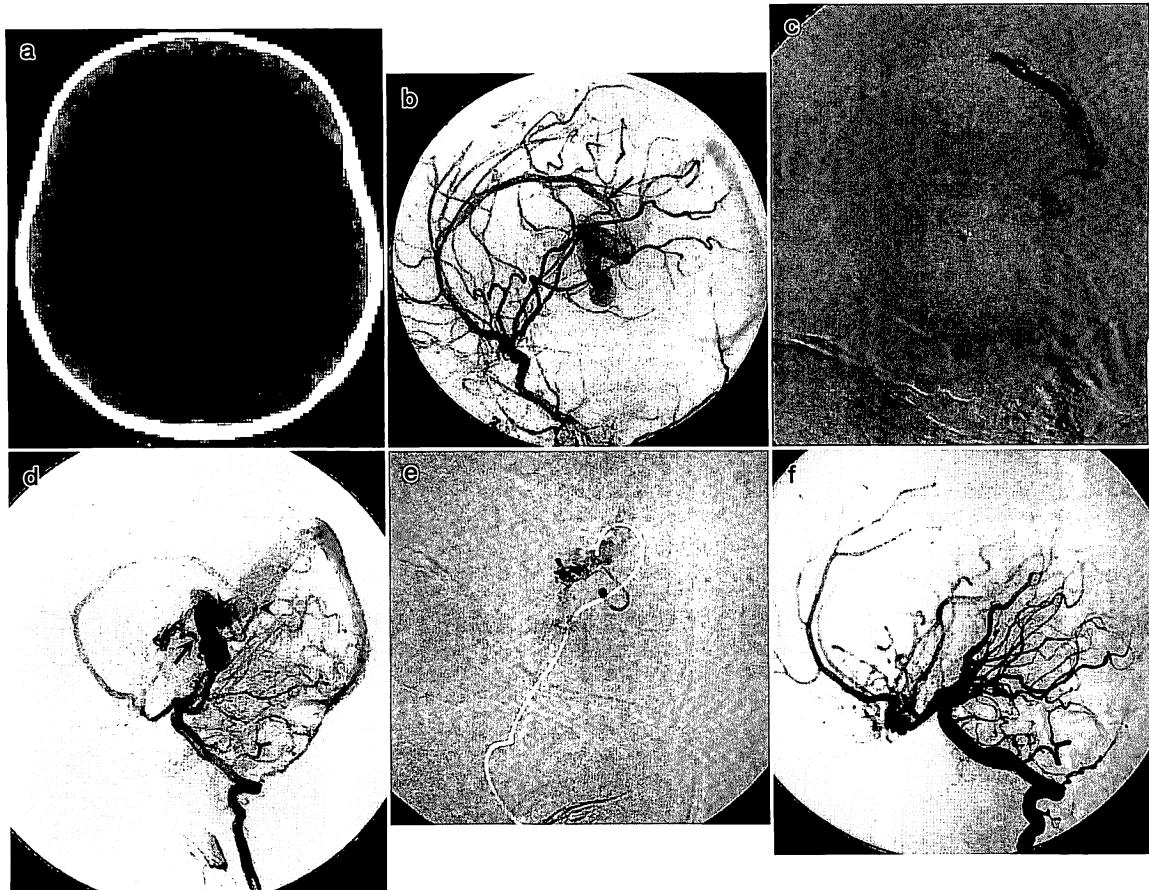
a: 入院時のCTで、拡大した脳室が認められる。b: 左内頸動脈撮影側面像で、左前大脳動脈の末梢枝(矢印)が、動静脈シャントを栄養している。短絡血液は、静脈瘤から大脳錐静脈洞を介して導出されており、直静脈洞は認められない。c: 左前大脳動脈の末梢枝までマイクロカテーテルを進め、ヒストアクリルを短時間で注入している画像である。d: 左椎骨動脈撮影側面像。右後脈絡叢動脈(矢印)と左後大脳動脈の末梢枝(矢頭)が栄養動脈になっている。e: 1回目の塞栓術の半年後、左後大脳動脈の末梢枝までマイクロカテーテルを進め、ヒストアクリルを短時間で注入し、マイクロカテーテル(白く描出されている)を抜去した直後の画像である。f: eの塞栓術直後の椎骨動脈撮影の側面像。シャントはほぼ消失している。
